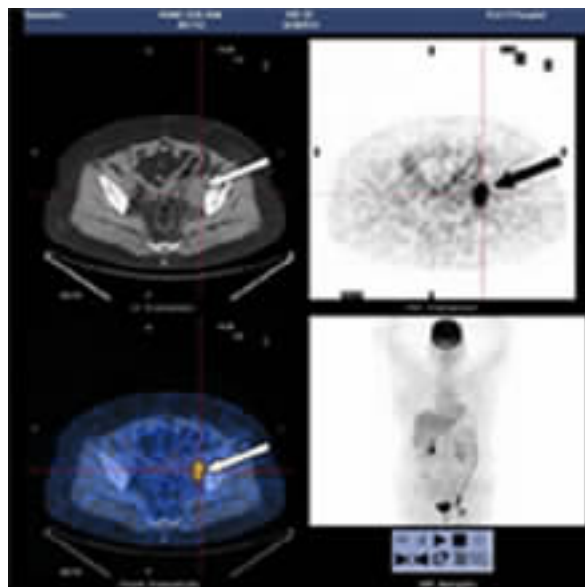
盆腔淋巴结转移 PET-CT 片(箭头所指为转移灶)
